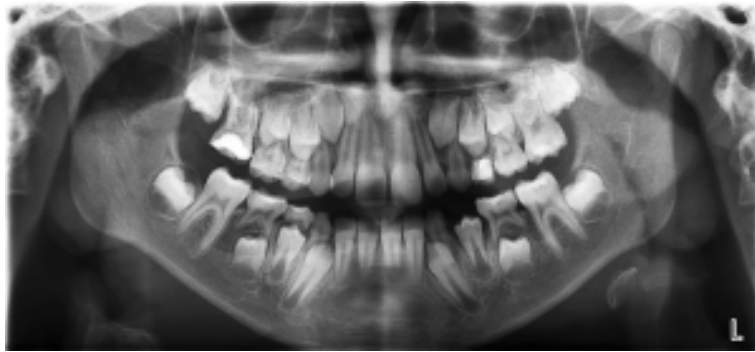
Ортопантомограма пацієнта 8 років: різці верхньої щелепи – стадія несформованої верхівки; різці нижньої щелепи – стадія незакритої верхівки; ікла – стадія росту кореня в довжину; малі кутні зуби – стадія росту кореня в довжину; перші великі кутні зуби – стадія стабілізації
